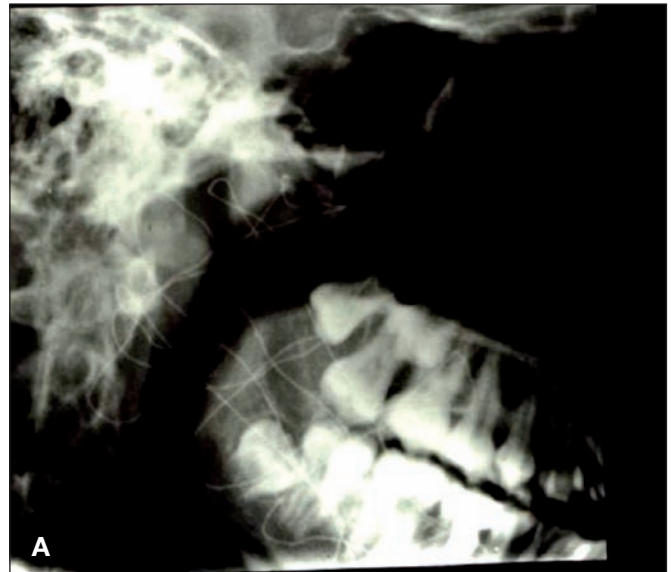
A. Radiografía mostrando el empujamiento de alambres. B. El edema, como respuesta a la inflamación, es intenso y se produce desde el segundo día. C. El paciente antes de la cirugía. Obsérvese la malformación venosa en la mejilla izquierda. D. El mismo paciente un año después. Nótese la simetría de ambas mejillas.
